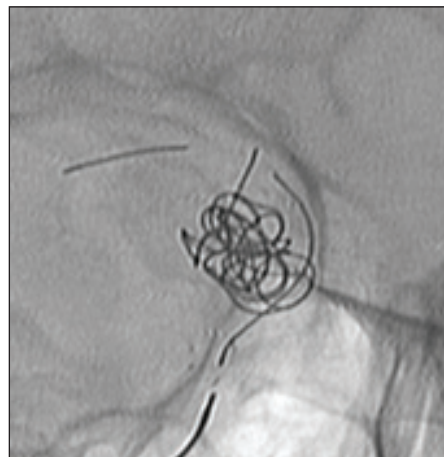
Интраоперационная рентгенокраниография (правая полубоковая проекция) пациентки Б., 1962 г.р.: видны проксимальные и дистальные метки имплантированного стента
